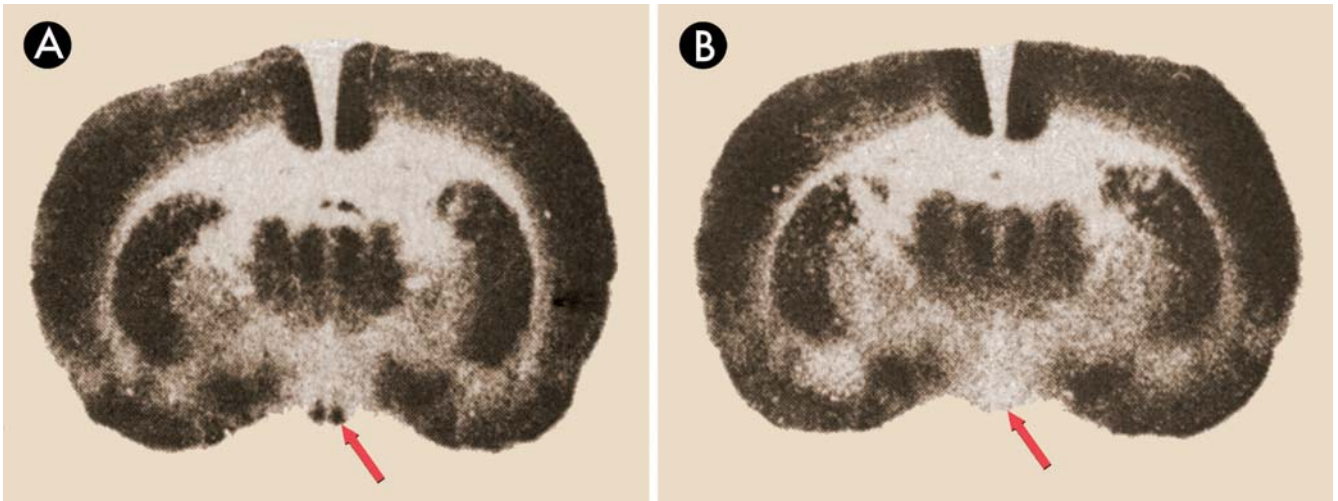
Autorradiografías obtenidas por Schwartz y Gainer (1977) en las que se observa el NSQ de ratas, señalado por la flecha, visible por el alto consumo de glucosa radiactiva durante el día (en a) y desactivado y no visible durante la noche (en b). La diferencia en el consumo de glucosa entre el día y la noche se debe probablemente al mayor gasto energético de las bombas de Na^+/K^+ necesarias para mantener los potenciales de reposo de las membranas de las neuronas del NSQ durante el día, que es cuando la tasa elevada de potenciales de acción tiende a despolarizarlas (Colwell, 2011).
